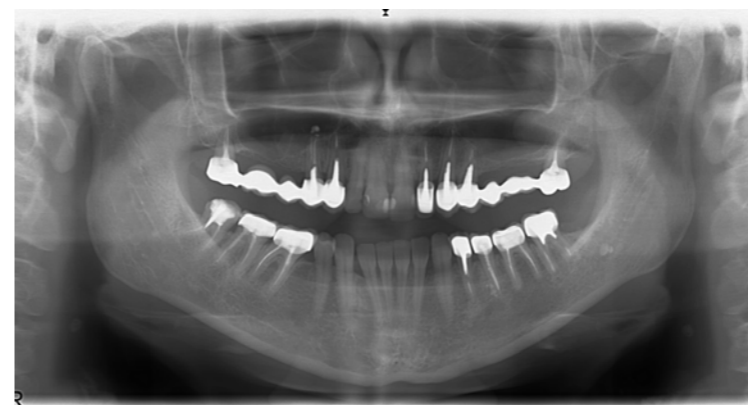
Orthopantomogramme (cliché de type panoramique dentaire)
